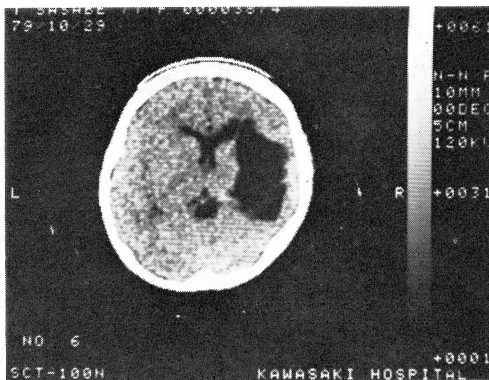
(b). Case 2. CT showing large low density area in the right frontal-temporal region
